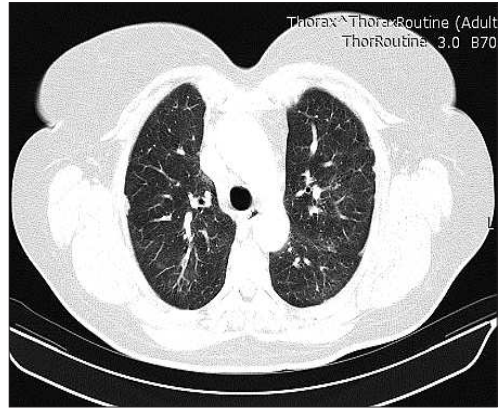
Aspect CT la o pacienta de 58 de ani fără expunere dovedită, cu confirmare prin biopsie pulmonară
